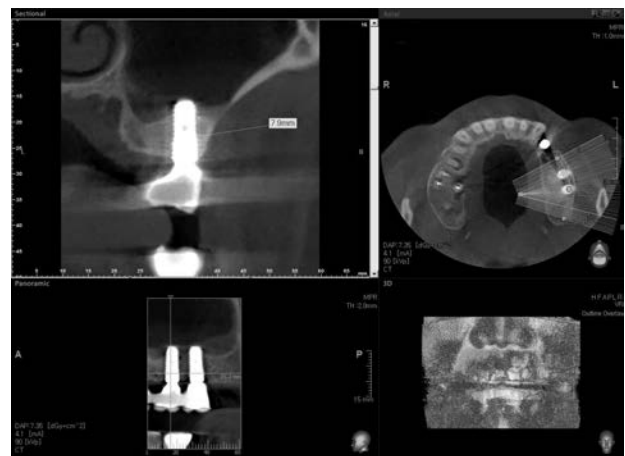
CBCT view of Lt. Mx. 1st Molar implant. Well maintained bone was shown.
